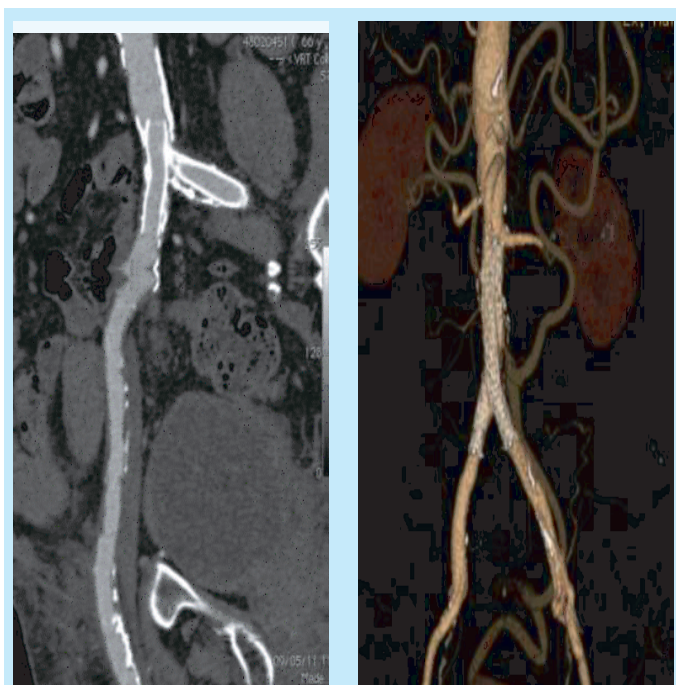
Images tomographiques de deux lésions ostiales bilatérales des AIP traitées par kissing-stents
